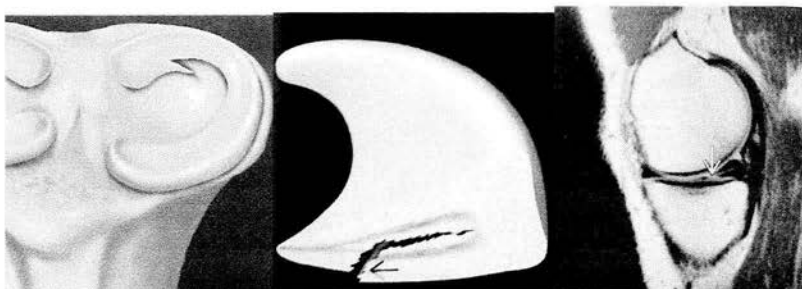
Lesión a cuerno posterior de menisco lateral, ilustración con doble componente, RM con desplazamiento del hojal del borde libre (flecha ) con lesión horizontal asociada cuerno posterior menisco medial.
